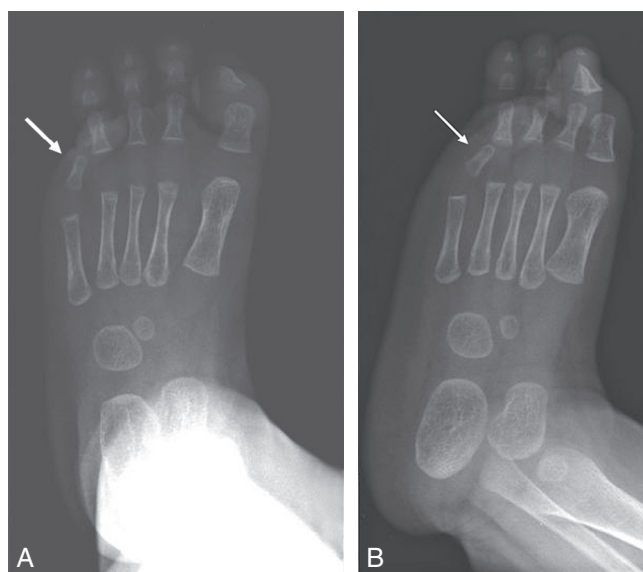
Radiographie d'un quintus varus supraductus.
